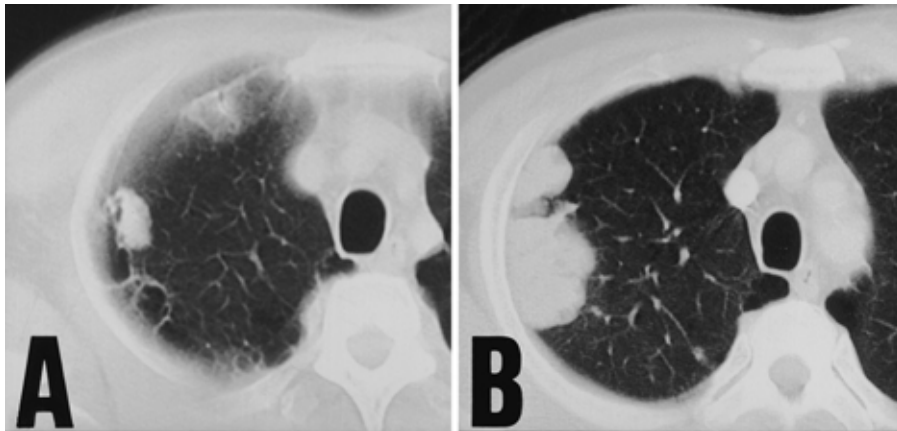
A. Chest CT scan obtained two years previously shows a round opacity adjacent to a bulla. B. Chest CT scan on admission demonstrated mass opacities increased in size in the right upper lobe.
